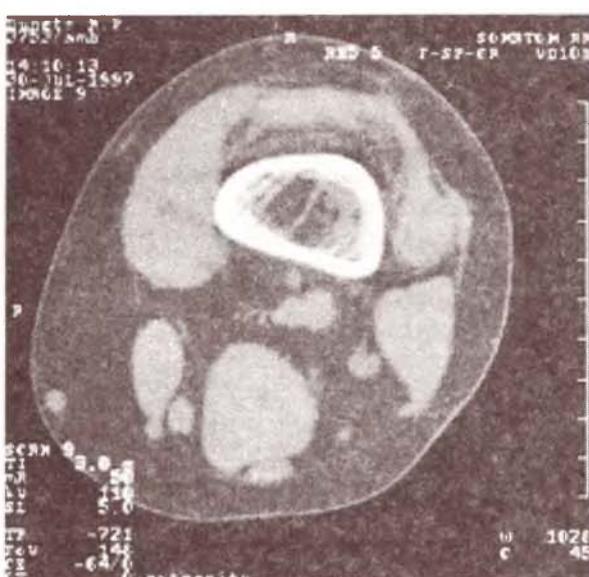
Томограмма левого бедра б-ой Д. через 2 года после операции (уровень 9).
